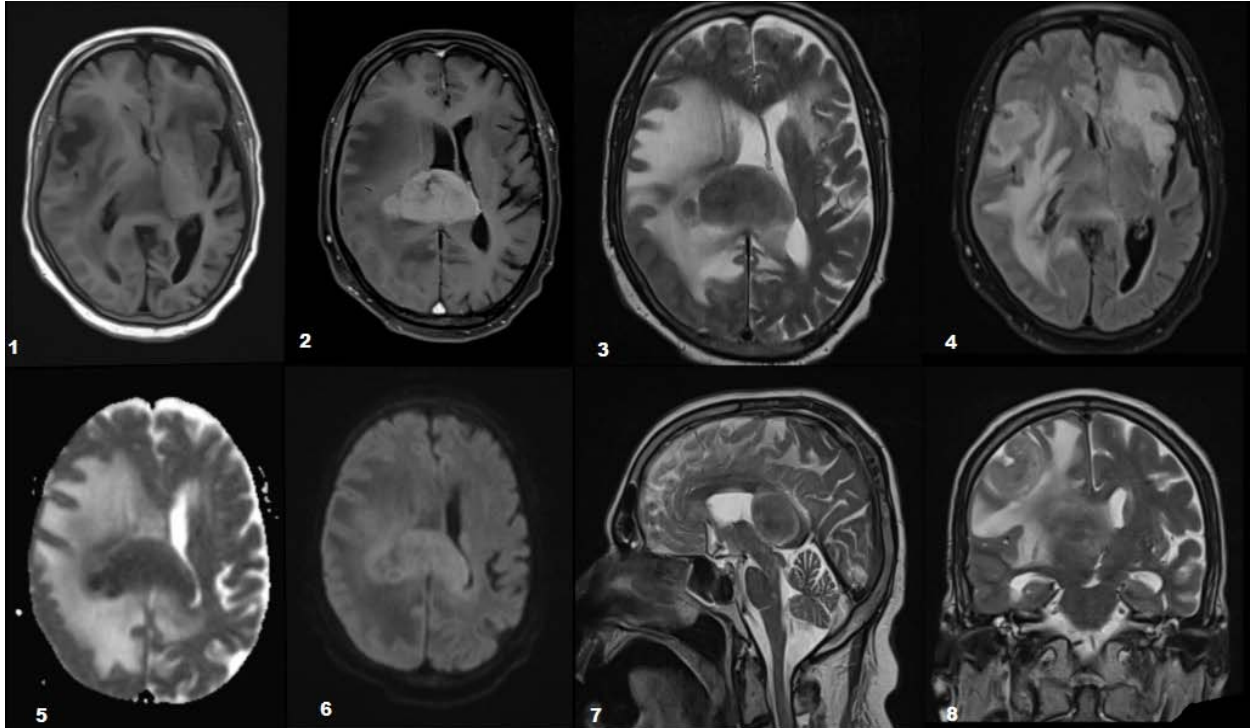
IRM : 1. Séquence axiale T1 2. Séquence axiale T1 C+ 3. Séquence axiale T2
